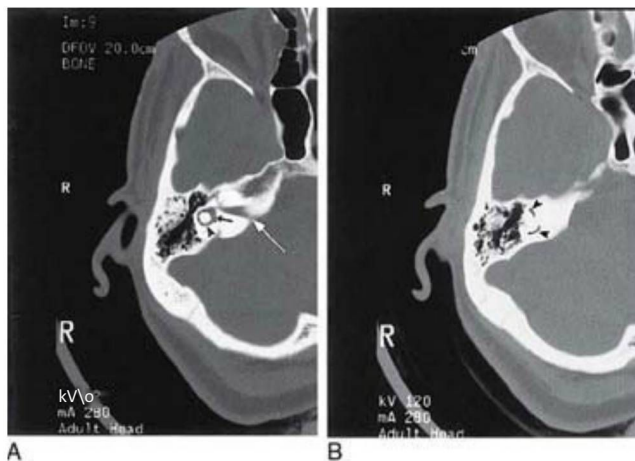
Tomografía computarizada del hueso temporal humano. Se aprecian los conductos semicirculares lateral (A, punta de flecha) y anterior y posterior (B, puntas de flecha), el utrículo (A, flecha pequeña) y un conducto acústico interno (A, flecha larga).
